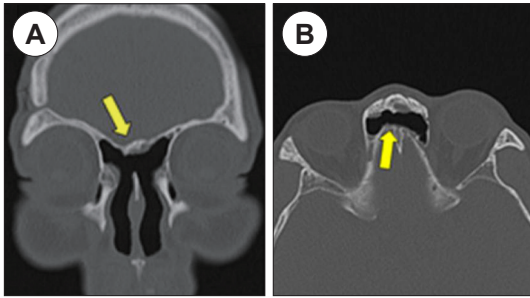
Postoperative paranasal sinus CT scans show a single large frontonasal opening (yellow arrow) after removal of bony septations in coronal view (A) and axial view (B).
